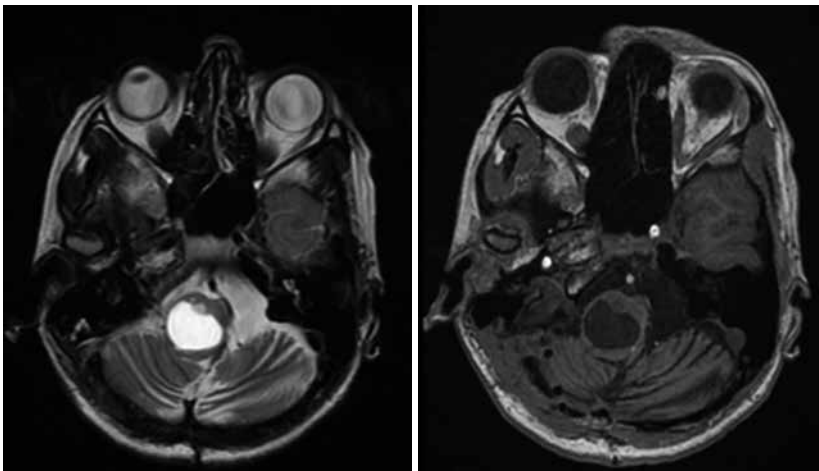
МРТ головного мозку до операції (22.05.2020)
